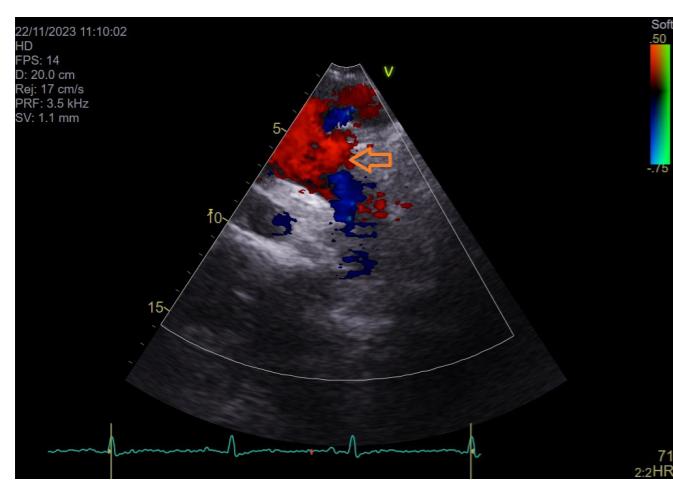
Nalaz transtorakalne ehokardiografije. A) Dilatiran lijevi ventrikul (LV), hipertrofičnih stijenki (IVS – interventrikularni septum). Prikazuje se i zadebljana aortna valvula (AV). Prikaz iz parasternalne duge osi.
